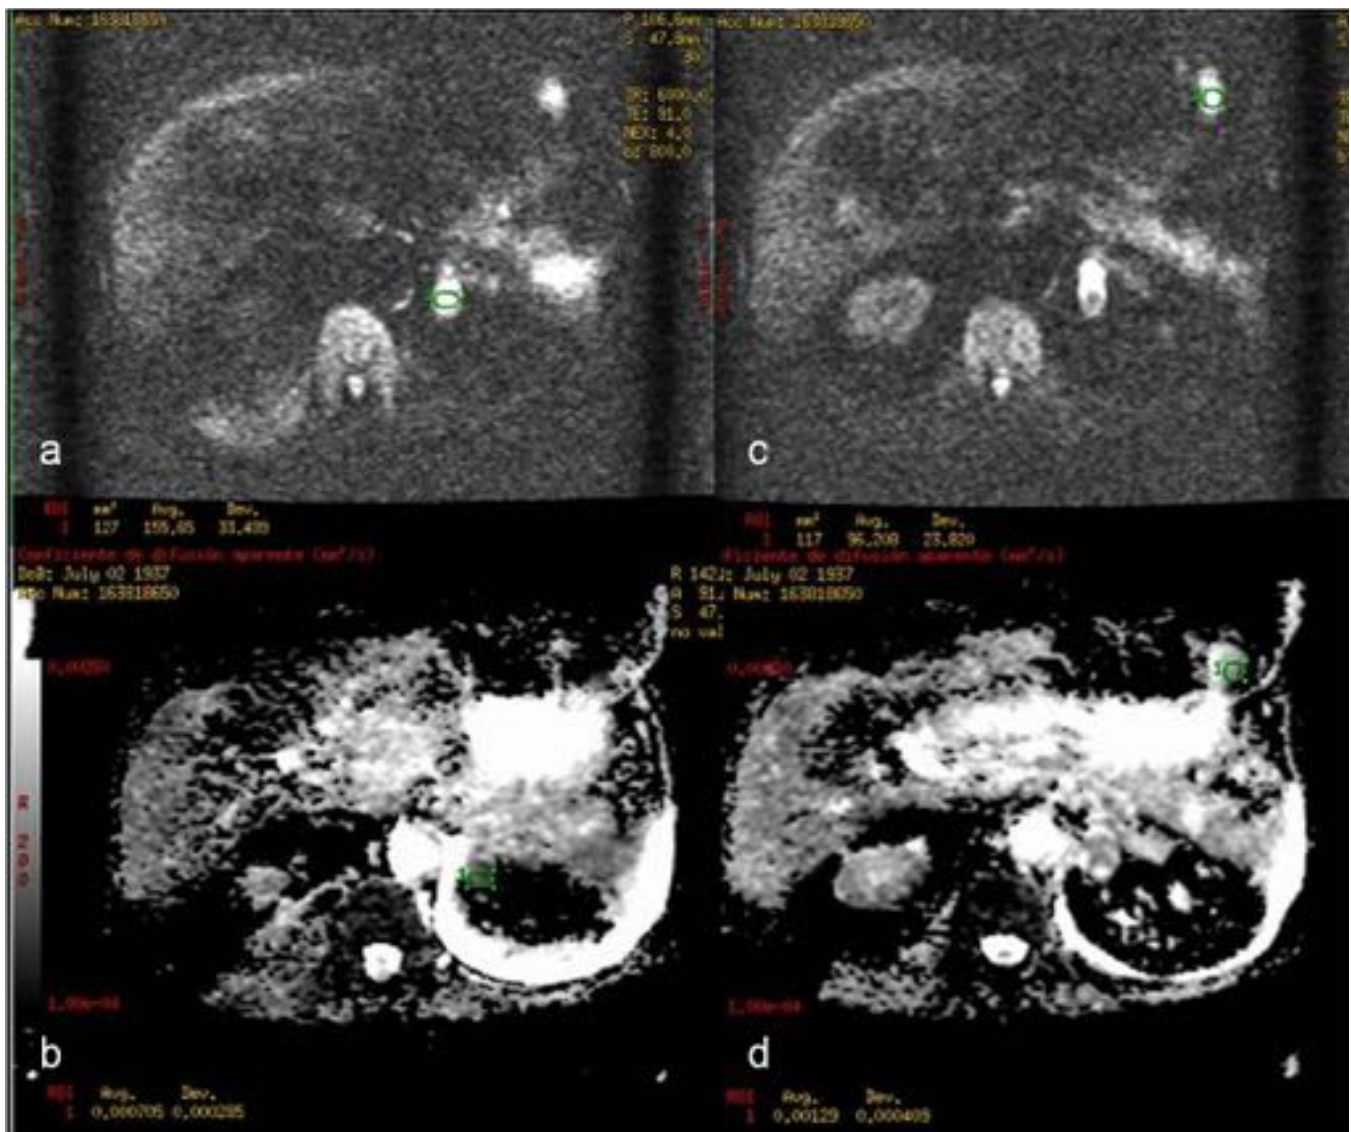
Fig.23- Estudio axial de DWI-EPI (a y c) y valores ADC (b y d) muy bajos (0.0007 y 0.0012) que indican que se trata de lesiones sólidas sospechosas de tumores por recidiva. Se comprobó con cirugía que demostró las tres lesiones.
